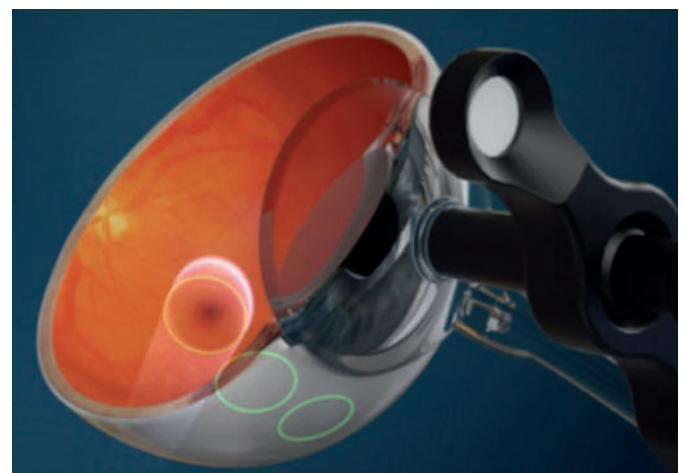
Bei der IRay-Therapie werden 2-3 Röntgenstrahlengänge über die Pars Plana auf die Makula projiziert. Die Gesamtstrahlendosis beträgt 16Gy.
